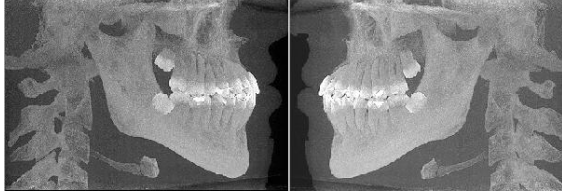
Tedavi bitiminde (T1) maksiller ve mandibular dişleri gösteren CBCT görüntüleri.
